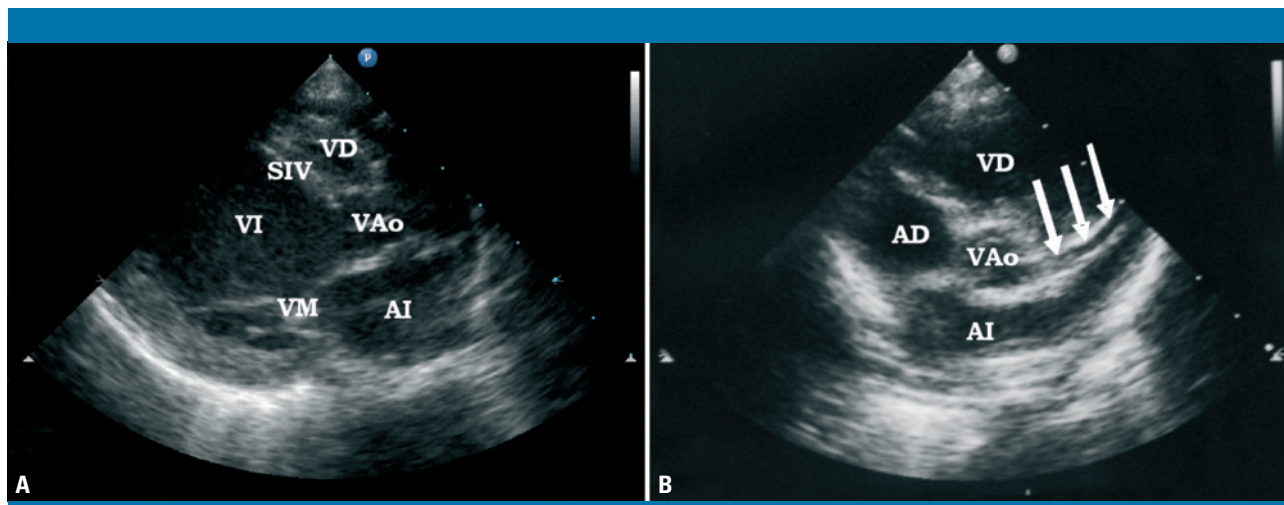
Ecocardiografía. A) Plano paraesternal eje largo: importante dilatación ventricular izquierda (nótese la enorme discrepancia de tamaño entre ambos ventrículos). B) Plano paraesternal eje corto: parece observarse con claridad el origen de la arteria coronaria izquierda en la aorta y su trayecto (señalado con flechas) mediante imagen en 2-D. AD: aurícula derecha; AI: aurícula izquierda; SIV: septo interventricular; VAo: válvula aórtica; VD: ventrículo derecho; VI: ventrículo izquierdo; VM: válvula mitral
